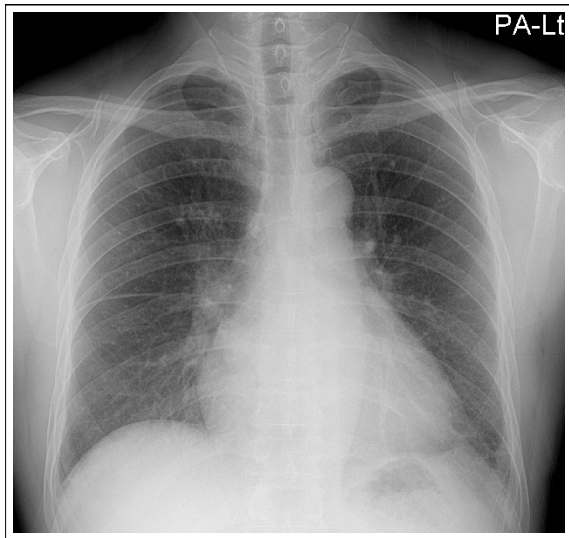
Bilateral patchy and ground-glass opacities completely resolved on a follow-up chest X-ray taken five months after the open lung biopsy.
